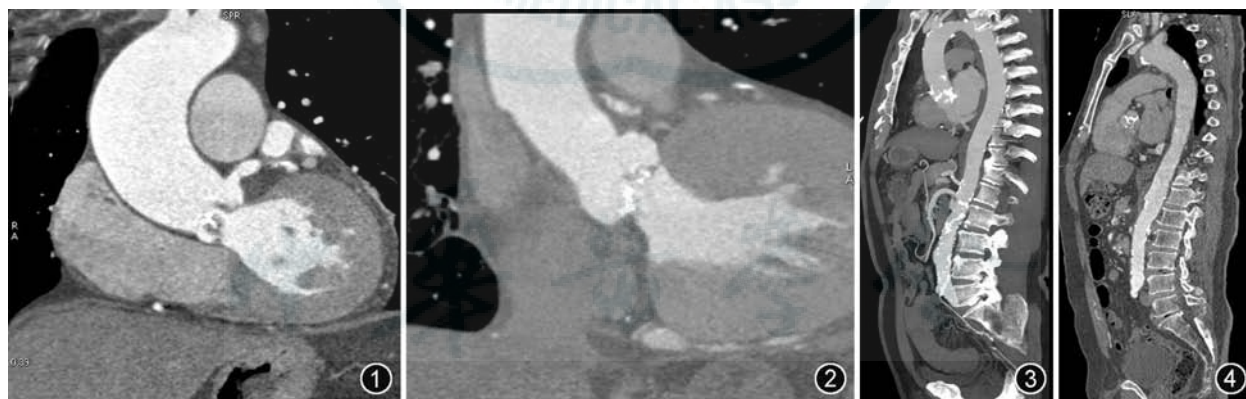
试验组主动脉根窦部CT图像,主观图像质量评分5分,主动脉窦部CT值388.0 HU,噪声8.5 HU 图2 对照组主动脉根窦部CT图像,主观图像质量评分5分,主动脉窦部CT值354.0 HU,噪声11.0 HU 图3 试验组主动脉图像,主观图像质量评分5分,腹主动脉CT值380.0 HU,噪声15.7 HU 图4 对照组主动脉图像,主观图像质量评分5分,腹主动脉CT值362.0 HU,噪声16.5 HU
